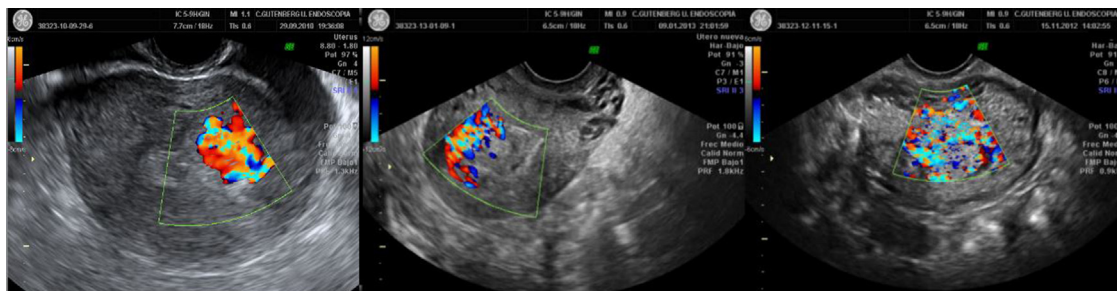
Ecografía de los 3 casos.
